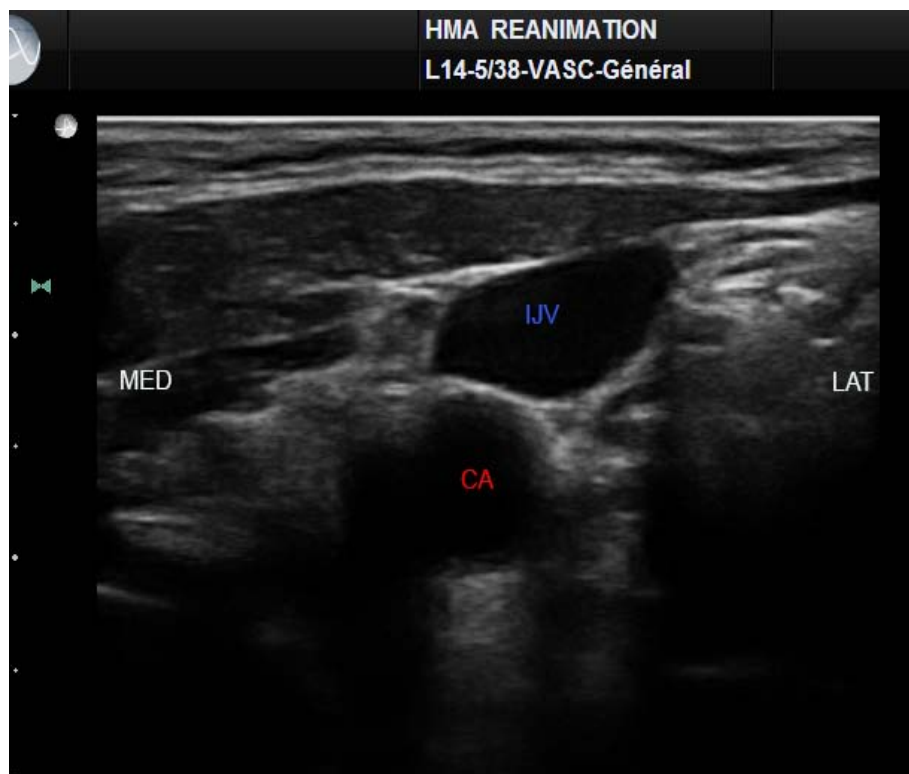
Image échographique correspondante montrant l'artère carotide commune (CA) et la veine jugulaire interne (IJV). MED : médial, LAT : latéral.
